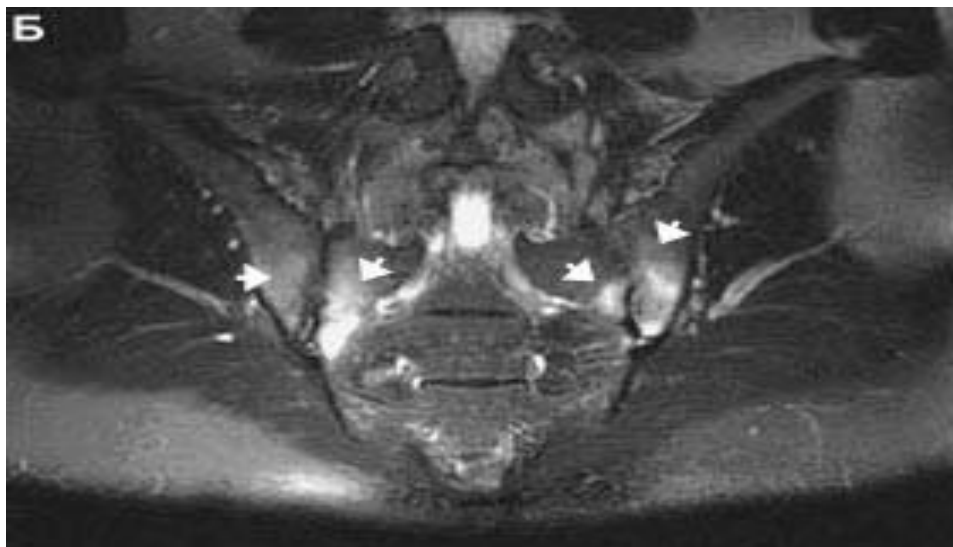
Больной Нр-аксСпА, 25 лет, длительность заболевания три года. МРТ крестцово-подвздошных суставов, режим T2 Fat Sat, двусторонний активный сакроилиит (собственное наблюдение)
